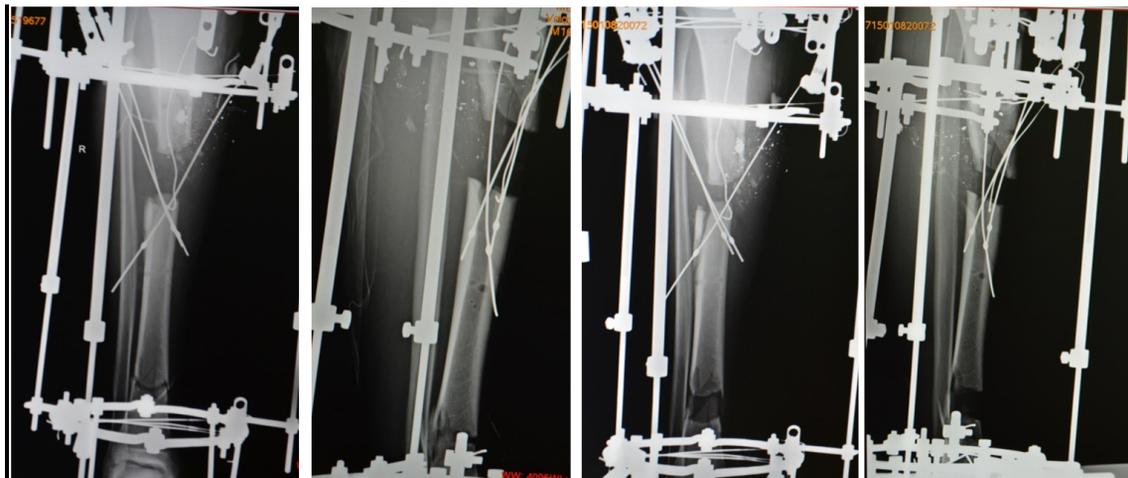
Рентгенограммы после первого этапа замещения дефекта кости и в процессе дальнейшей дистракции отломка большеберцовой кости с помощью спиц-возжжей
